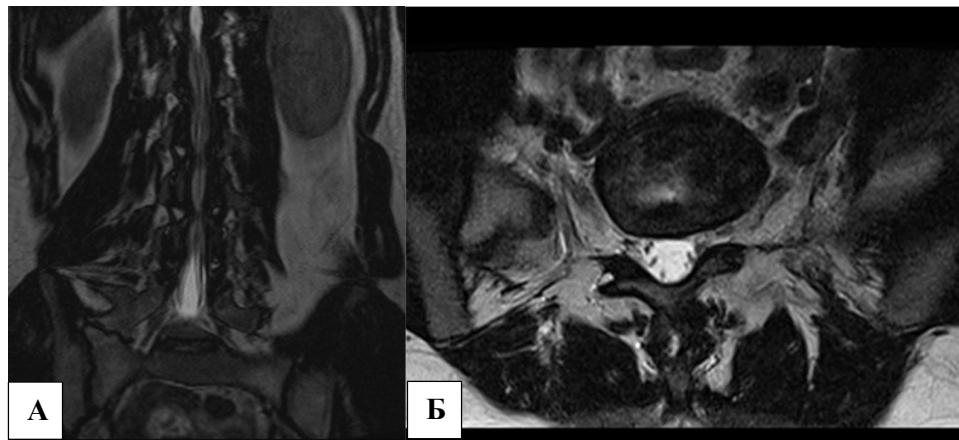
МР-томограммы. Правосторонний сакроилеит. А) T2 ВИ, корональная плоскость; Б) T2 ВИ, аксиальная плоскость.
